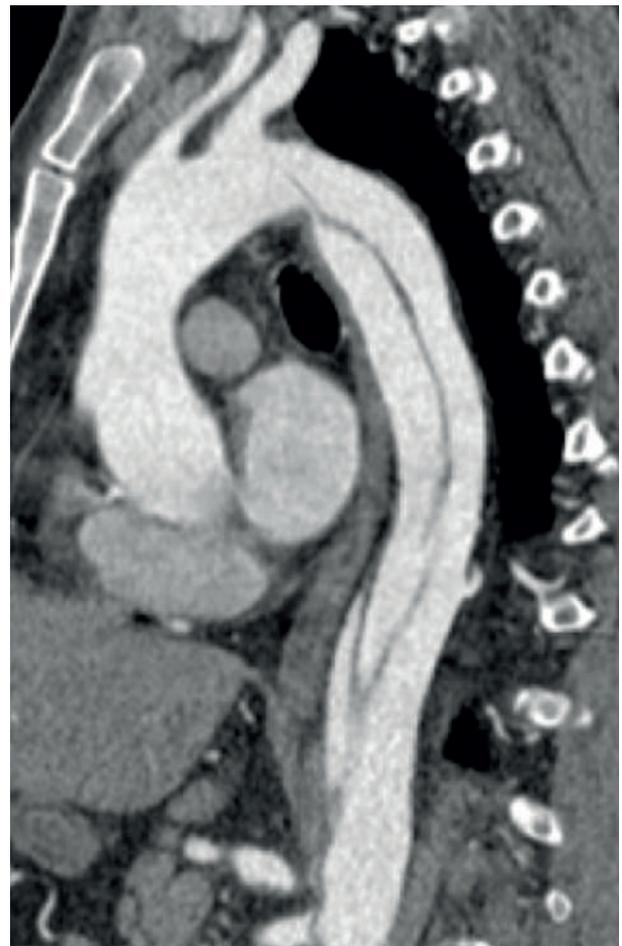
TC torácico con disección aórtica en toda su extensión longitudinal. Parece tipo B aunque habría que valorar todos los planos para asegurarlo.
